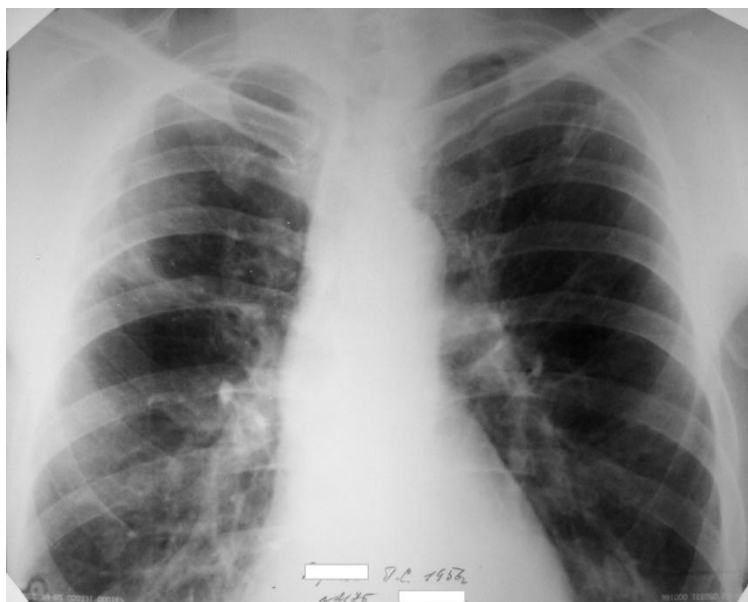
Обзорная рентгенограмма легких больного Д. на момент выписки из стационара (через 9 месяцев от начала лечения). Полости распада в S1,2 обоих легких не визуализируются (CV- БК-).
